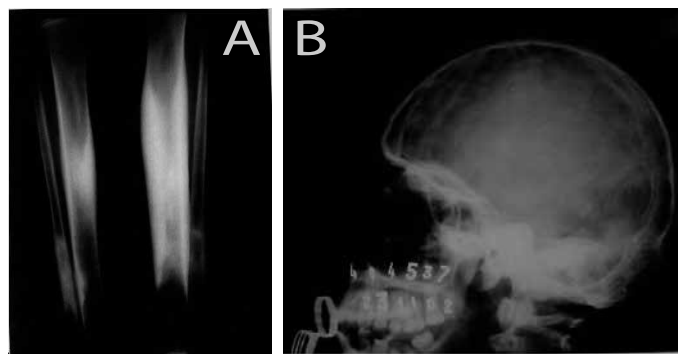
Radiografias da tíbia e fíbula em ântero-posterior, bilateral (A), evidenciando esclerose diafisária, espessamento cortical e diminuição do canal medular; crânio com esclerose em sua base (B).
